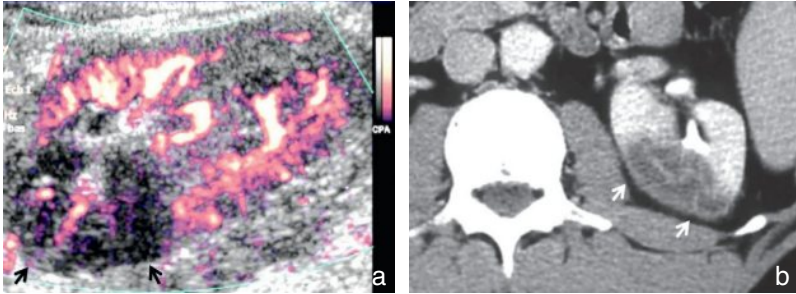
Infarctus rénal : écho-Doppler couleur (énergie) (a) et scanner (b). Défaut de perfusion hypoéchogène du pôle supérieur du rein droit (a, flèches) correspondant à un infarctus typique (flèches) au scanner (b).
